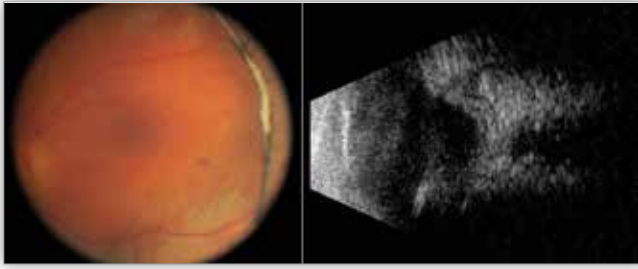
Wyjściowy stan oka prawego – masywne pęcherze odwarstwionej siatkówki widoczne w badaniu oftalmoskopowym, pogrubienie naczyniówki i twardówki oraz odwarstwienie siatkówki w kwadrantach dolnych w obrazie badania ultrasonograficznego.
